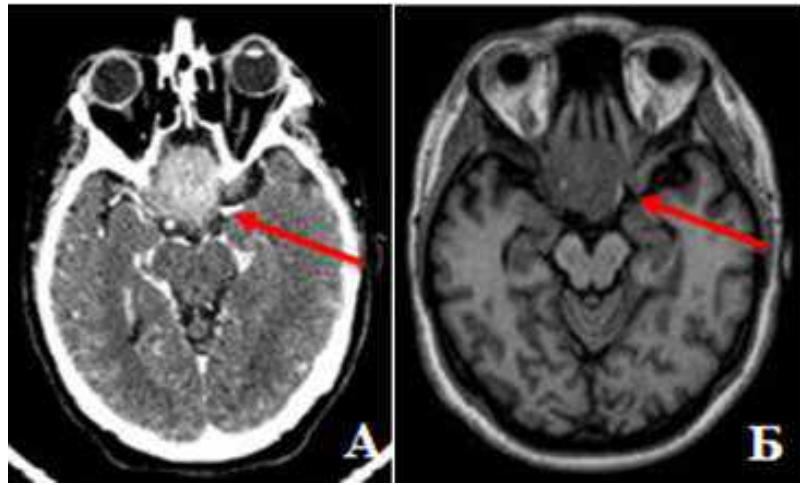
Спостереження №11. Пацієнт Ж-ка, 51 рік, історія хвороби № 133788. А — МСКТ-АГ та Б — МРТ головного мозку пацієнта з МГТС
